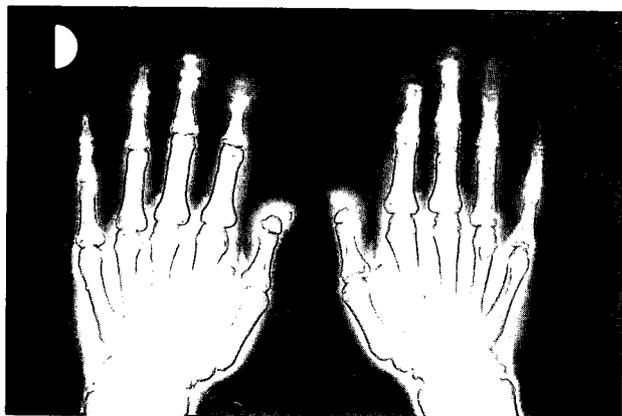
Radiografía de manos: Puede apreciarse tanto la osteólisis de los metacarpianos distales de ambas manos como el contorno redondeado de las falanges distales y la existencia de reabsorción subperióstica en las falanges medias.
